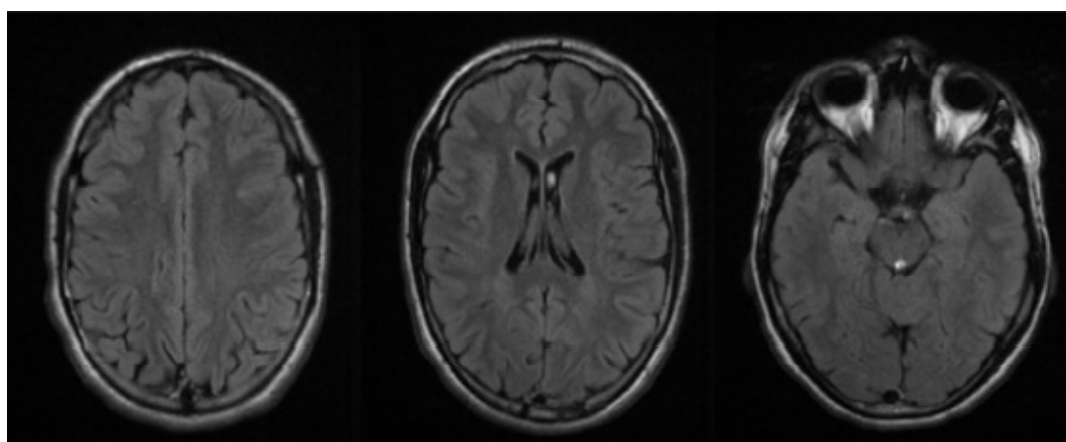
Secuencia FLAIR de RM, cortes axiales. Todos los estudios de neuroimagen resultaron normales.
